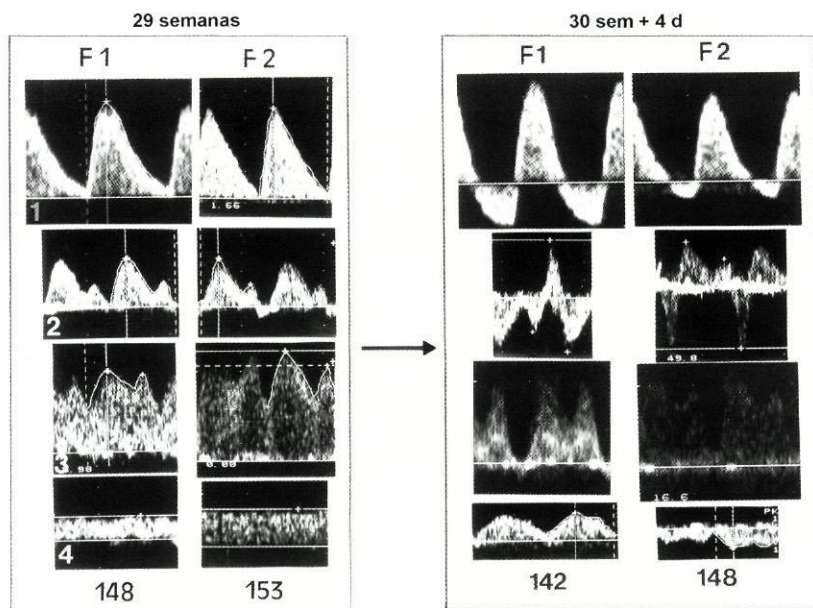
(Casos 4 e 5). Padrão das ondas de fluxo sanguíneo obtido por Doppler na artéria umbilical, veia cava inferior, ducto venoso e veia umbilical no 1º gêmeo (F1) e no 2º gêmeo (F2). Coluna da esquerda: 1º exame (às 29 semanas) em que se observa fluxo telediastólico umbilical ausente em um dos fetos, com padrão normal na veia cava inferior, ducto venoso e veia umbilical; coluna da direita: último exame realizado antes do parto (às 30 semanas e 4 dias) em que se verifica fluxo telediastólico invertido em ambos os fetos bem como fluxo retrógrado aumentado na veia cava inferior, pulsatilidade dícrota na veia umbilical e fluxo ausente durante a contracção auricular no ducto venoso. A frequência cardíaca fetal manteve-se normal em ambos os fetos e em todos os exames.
